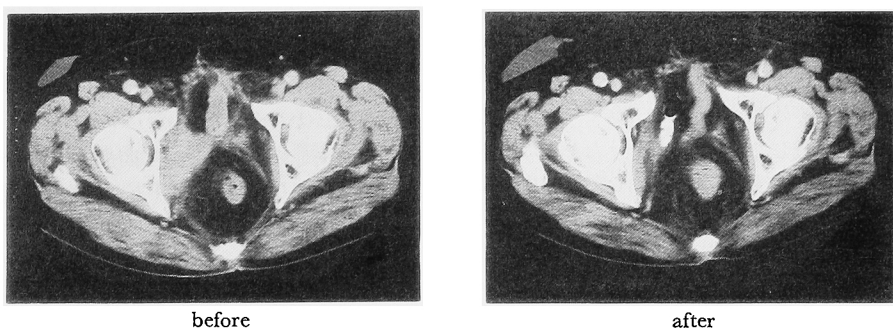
CT-scan shows that the mass decreased in size after chemotherapy. (patient No. 17)
